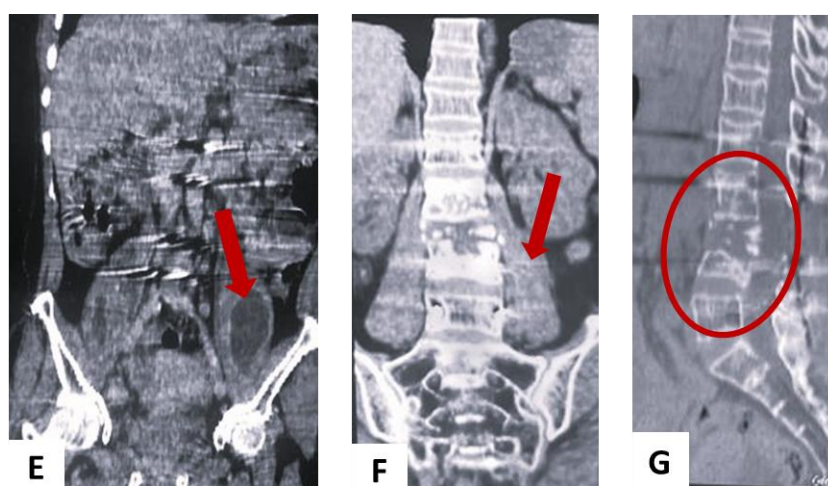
TDM du rachis lombaire en coupes coronales avant le traitement de deuxième ligne (E) : abcès des muscles iléo-psoas, régression des abcès après le traitement (F), lésion de spondylodiscite L3-L4 en cours de consolidation après 6 mois de traitement de deuxième ligne (G).
